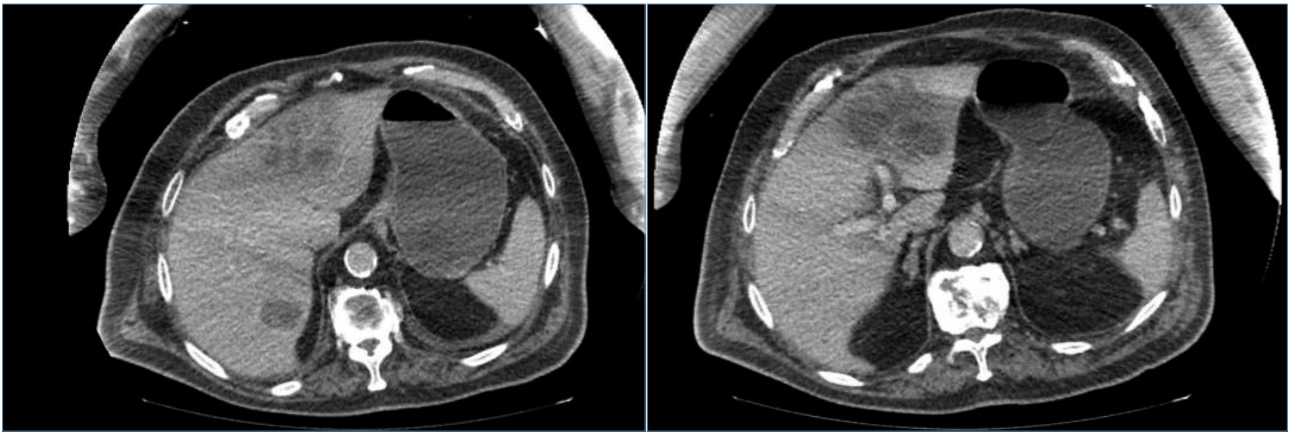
TC abdominal con contraste.
